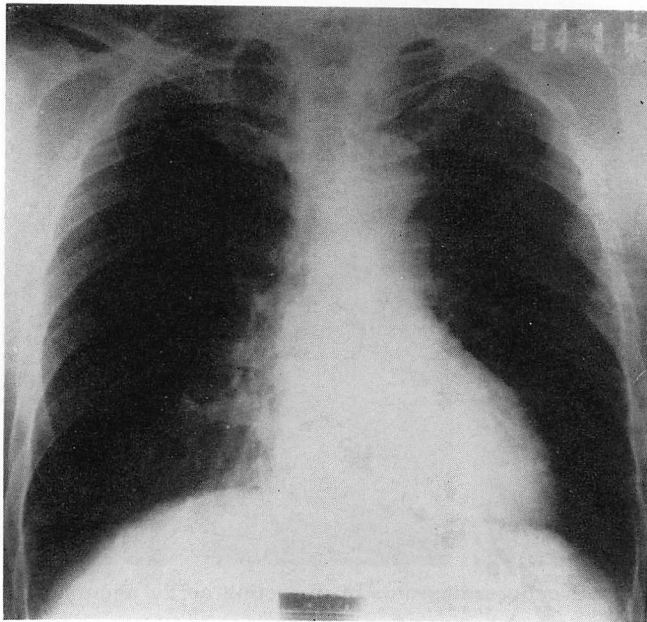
Chest X-ray of the dissecting aortic aneurysm of type III (Case 12). There is no widening of the upper mediastinum.
